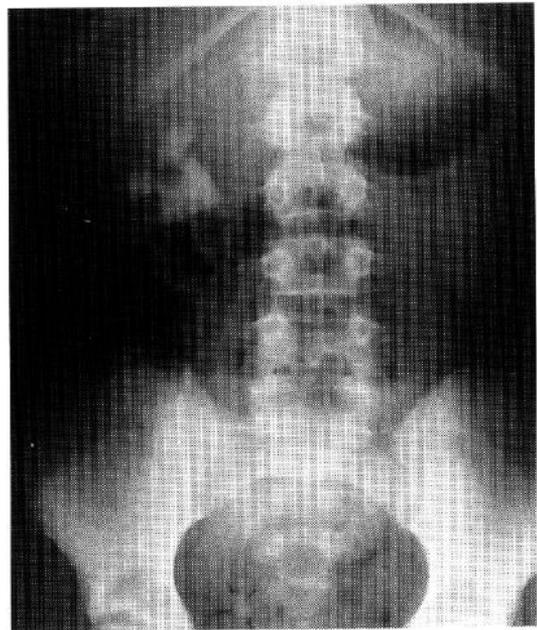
Radiografía de abdomen con imagen de mayor densidad del sistema colector del riñón derecho compatible con cálculo coraliforme. Imagen de densidad aumentada en región de pelvis menor, zona teórica del trayecto ureteral derecho.
